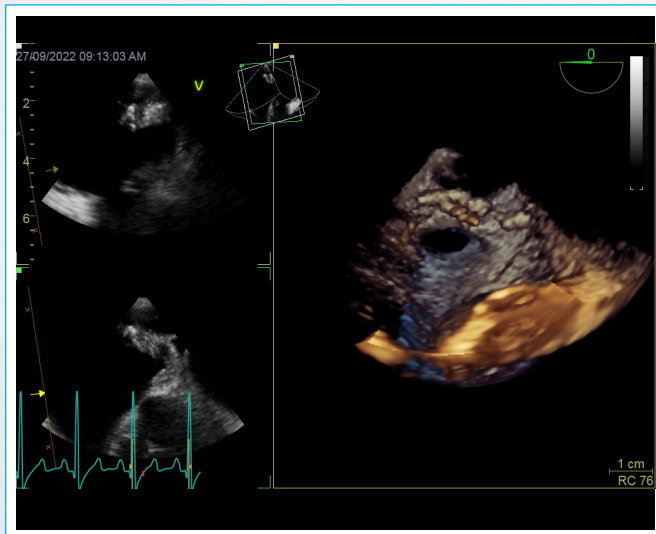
Masas digitiformes adheridas al ligamento de Marshall, y su relación con el orificio de la orejuela izquierda, valoradas por ecocardiografía transesofágica tridimensional.
